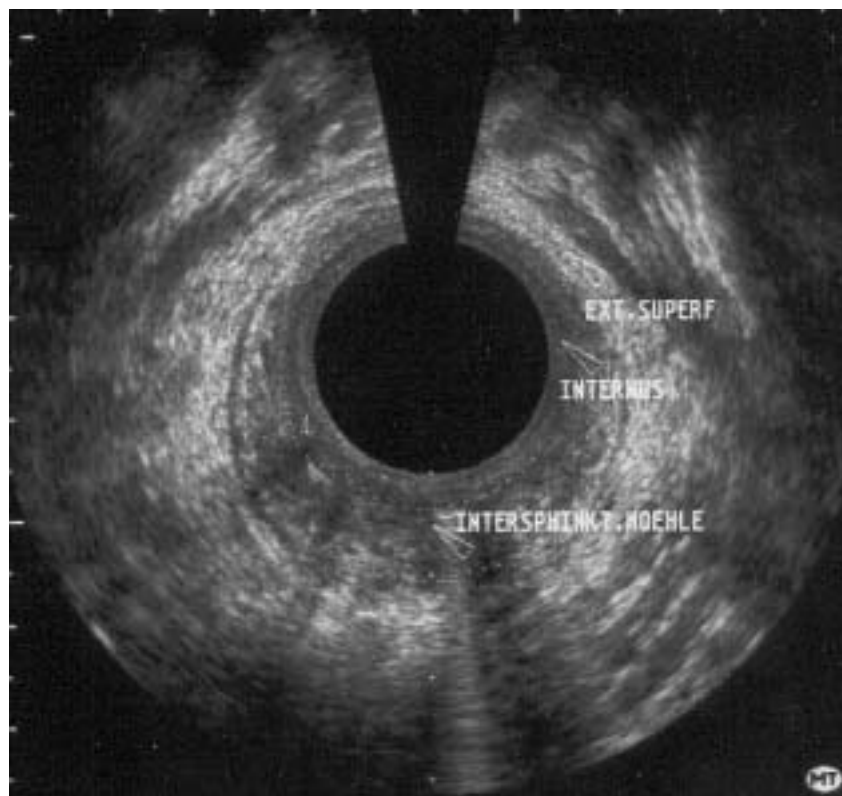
Endosonographische Darstellung einer intersphinkteren Abszesshöhle bei 4-8 Uhr SSL
